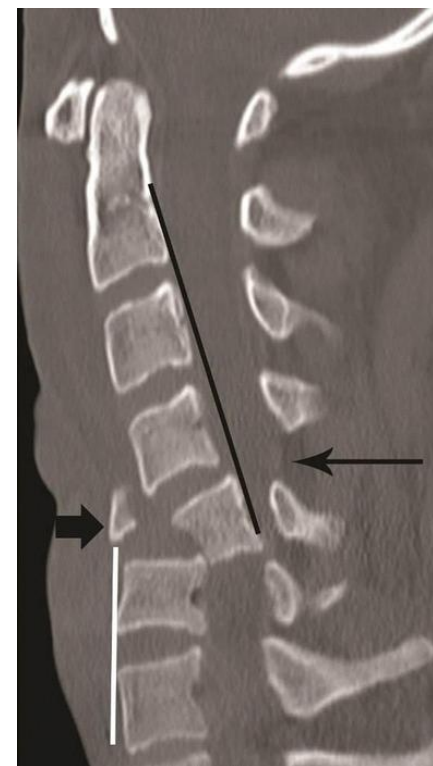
TC sagital fractura teardrop en paciente joven (de ResearchGate.com)
